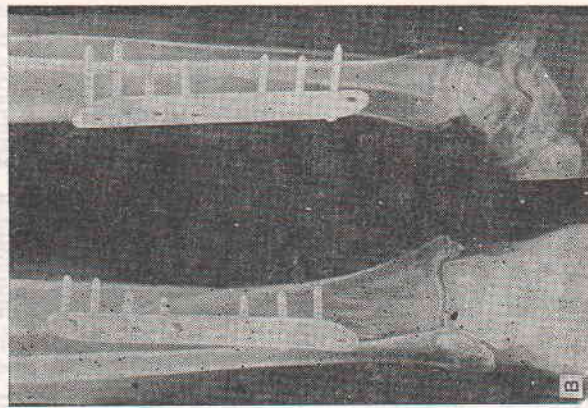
Рентгенограммы больного С. при поступлении (а), после остеосинтеза и имплантации электродов (б) и через 10 нед после операции (в).
